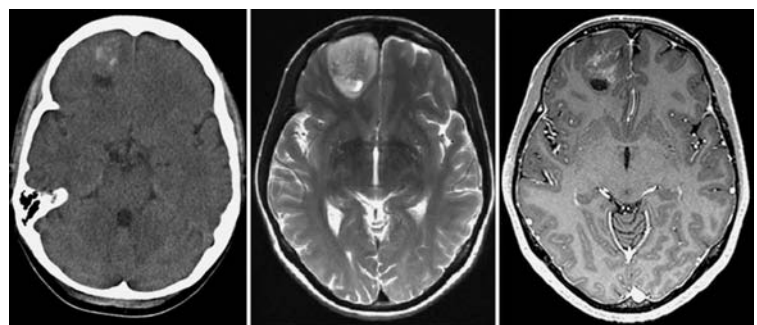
Oligodendrogliom – peripher lokalisierte Raumforderung des rechten Frontallappens mit Verkalkung, inhomogener Kontrastmittelanreicherung, kleiner Zyste und ohne perifokales Ödem (CT, T2-Gewichtung, T1-Gewichtung mit Kontrastmittel).
